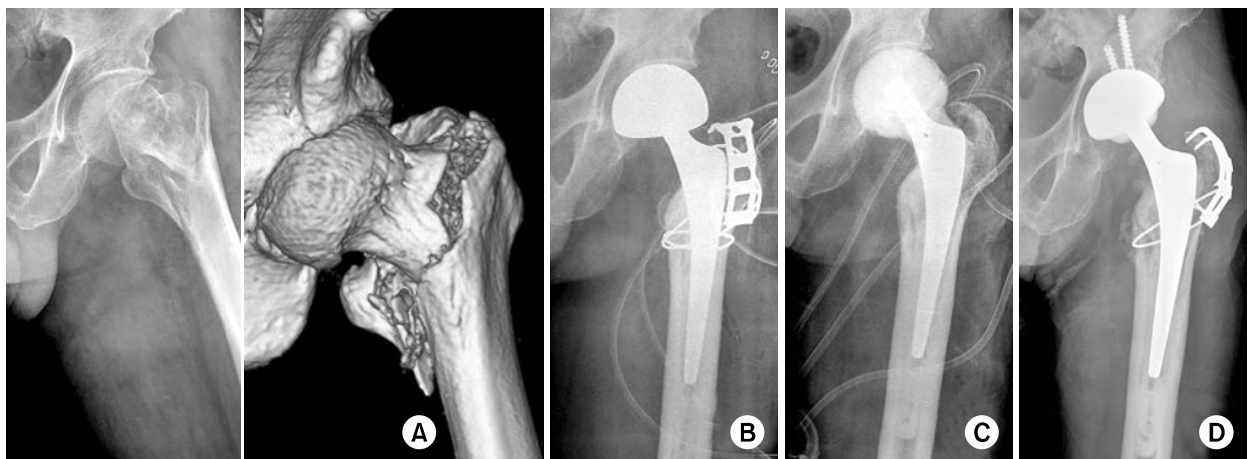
(A) Preoperative radiograph and 3-dimensional computed tomography of a 75 year-old man shows a comminuted intertrochanteric fracture (Body-Graffin type II).
